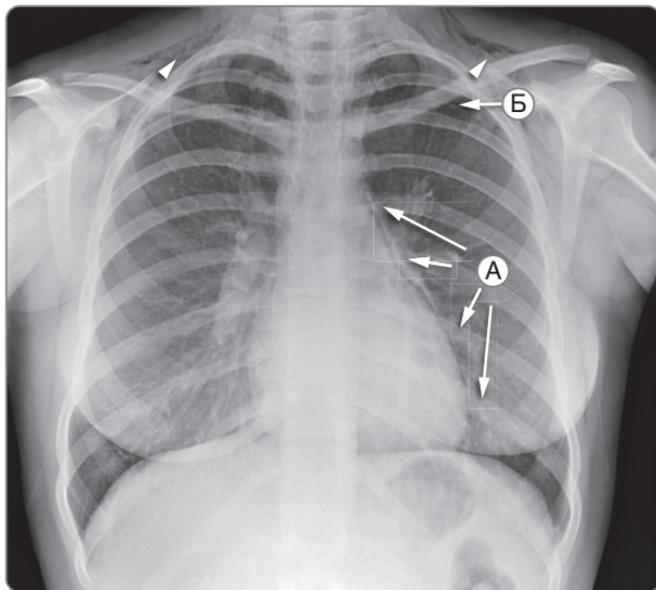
Рентгенограмма органов грудной клетки. Пневмомедиастинум и пневмоторакс. Скопление газа вдоль контура средостения слева (А). Подкожная эмфизема (указана стрелками), обусловленная левосторонним пневмотораксом (Б)
